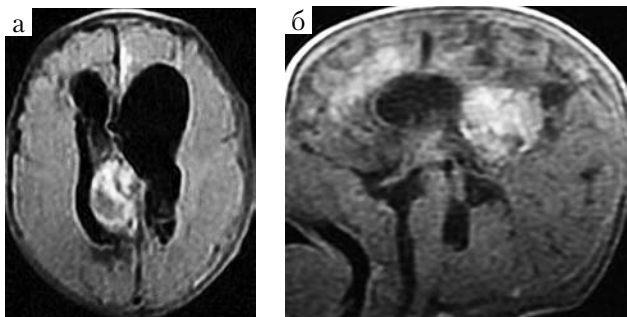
МРТ (а — аксиальный срез; б — сагиттальный срез). Патологический конгломерат неоднородной интенсивности сигнала в полости правого бокового желудочка и в паравентрикулярном веществе
